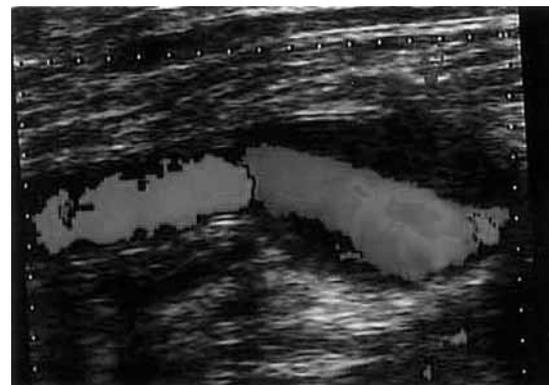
Color Doppler findings of Miller's cuff at one year after operation in case 7. The significant intimal hyperplasia at the graft-vein cuff anastomosis (IH) was visualized.
